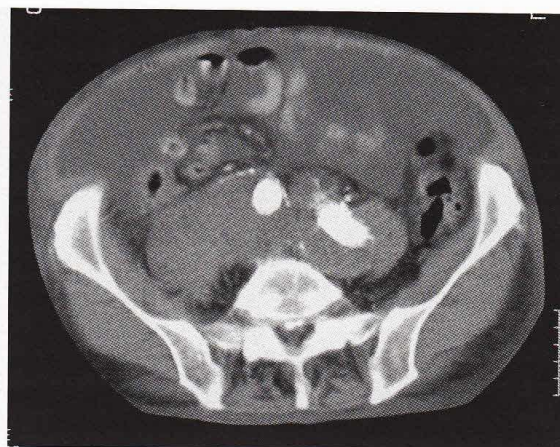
TC addome di controllo dopo posizionamento di endoprotesi.
